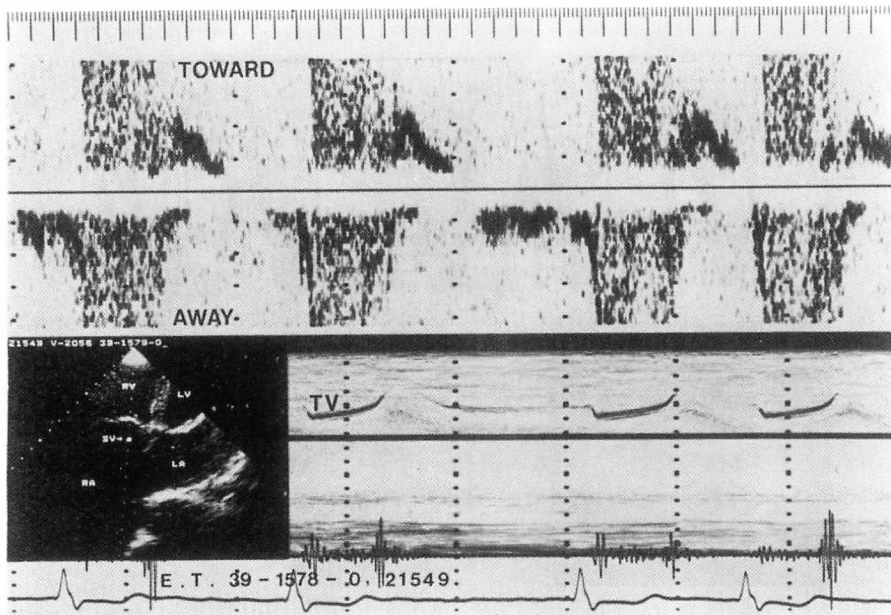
Pulsed Doppler echocardiogram from a patient with severe tricuspid regurgitation with a regurgitant murmur.
